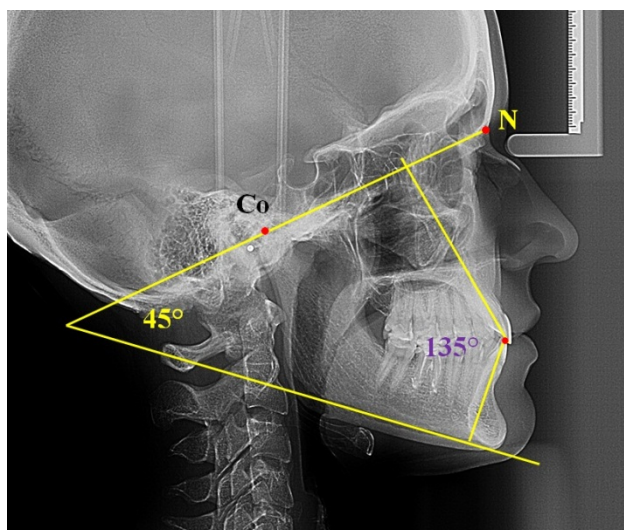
Телерентгенограмма пациента X. после лечения.
